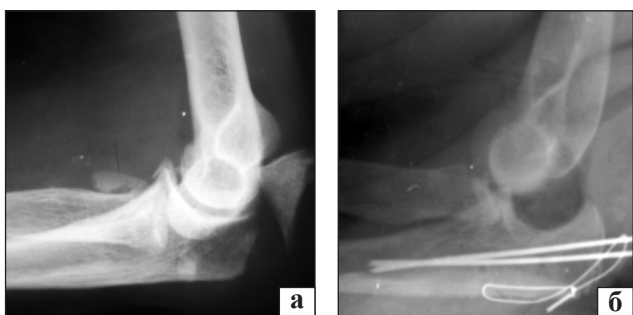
Рентгенограммы локтевого сустава в боковой проекции: а) первичная, б) выполненная в процессе хирургического вмешательства
